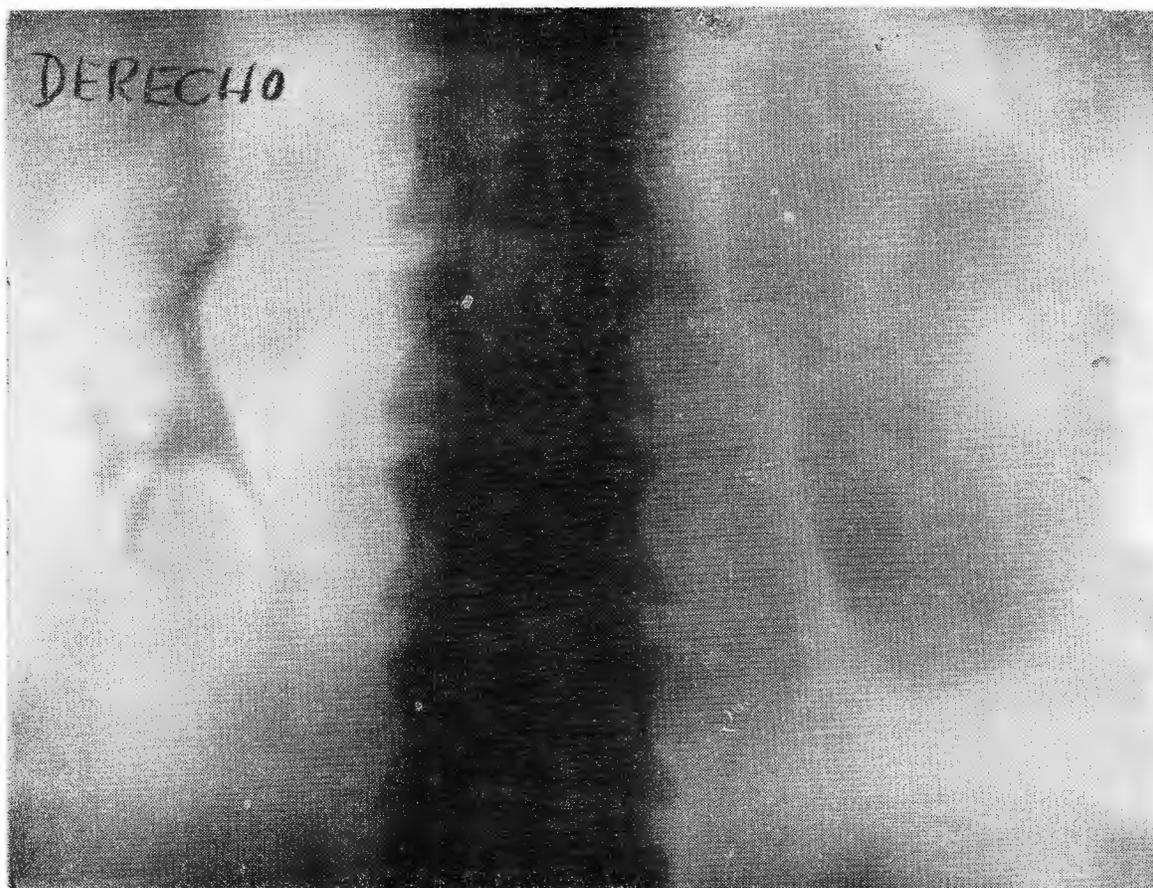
Tomografía renal, el riñón izquierdo excluido riñón grande, no se ven pélvis ni cálices renales, del lado derecho todo normal.
